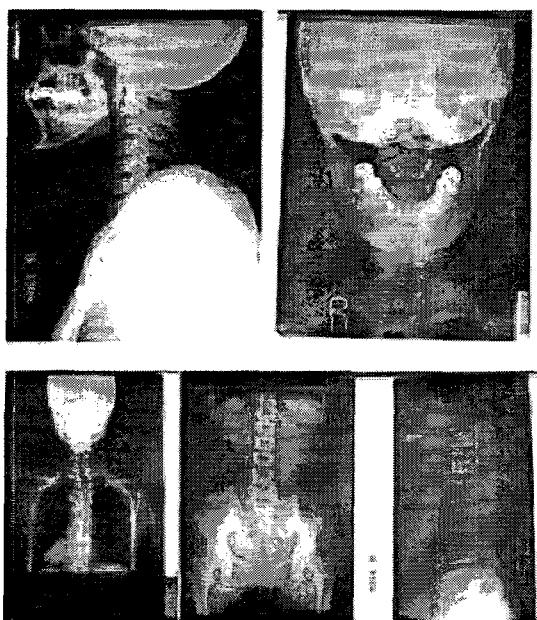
X-ray before treatment (2nd case).
